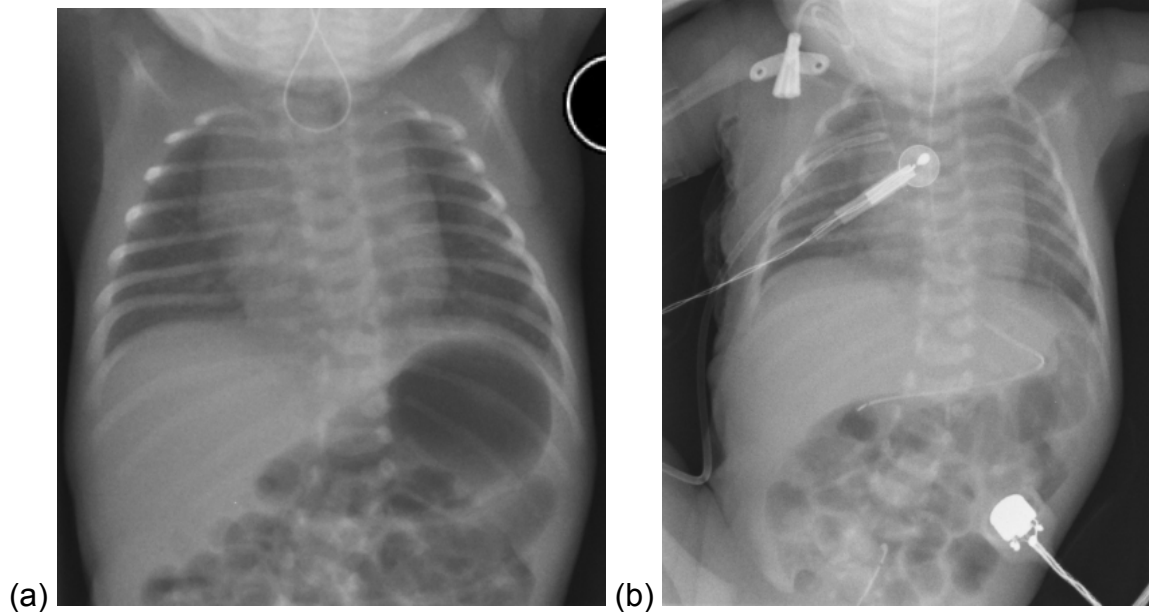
Röntgen - Übersichtsaufnahmen eines Neonaten mit Ösophagusatresie (a) präoperativ mit im oberen Ösophagusblindsack endender Sonde und luftgefülltem Magen als Hinweis für eine distale tracheoösophageale Fistel, (b) postoperativ mit bis in den Magen durchgehender Sonde
